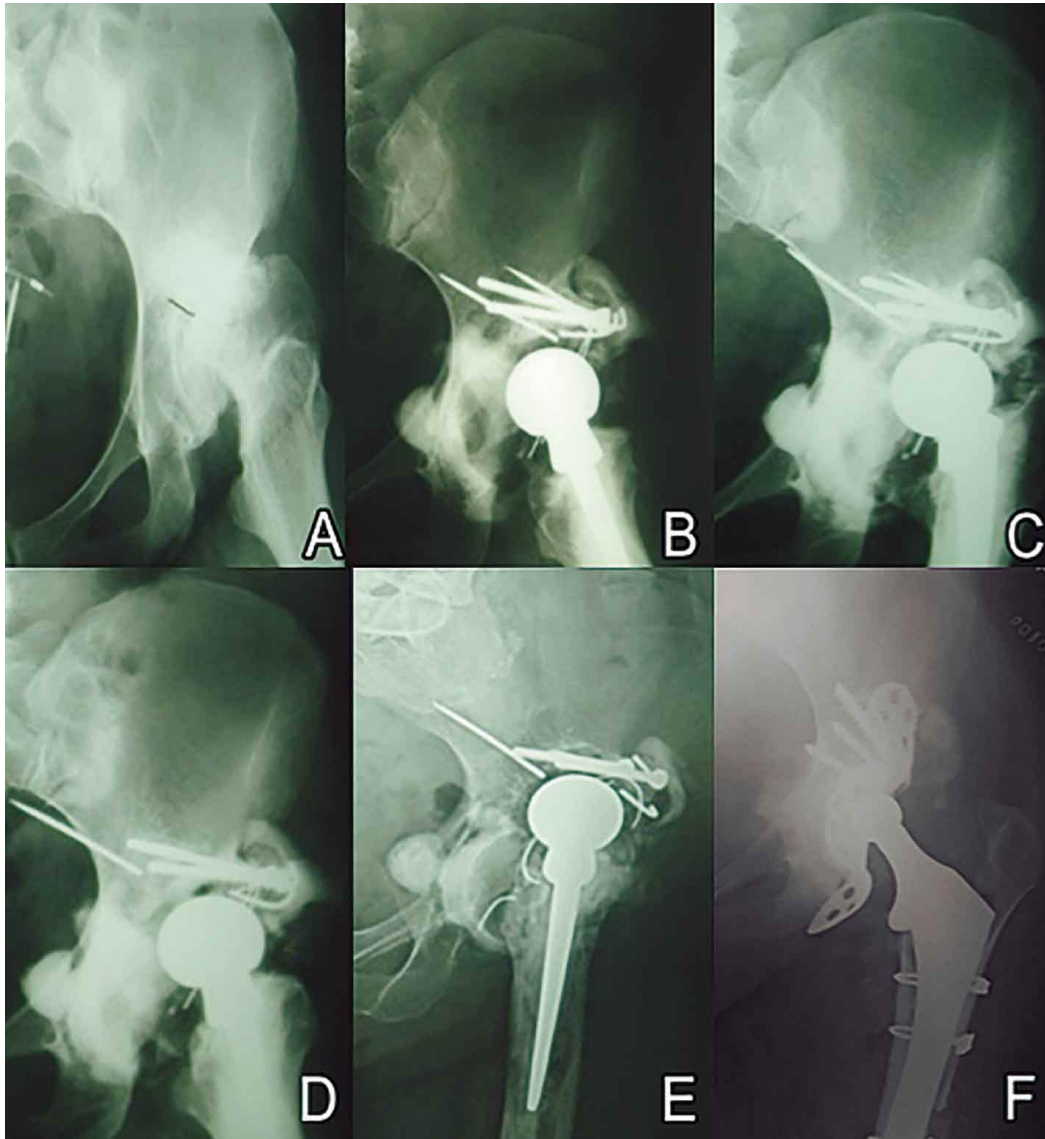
Evolución cronológica de las imágenes diagnósticas de la cadera izquierda. A. Radiografía PA de cadera izquierda. Se observa una severa artrosis secundaria a displasia congénita de caderas (año 1983). B. Radiografía PA de cadera izquierda (año 1993). C. Radiografía PA de cadera izquierda (año 1999). D. Radiografía PA de cadera izquierda (año 1999). E. Radiografía PA de cadera izquierda. Post revisión, retiro y recambio de los elementos proteicos previos (año 2006). F. Radiografía PA de cadera izquierda. Post revisión, retiro y recambio de los elementos proteicos previos (año 2006).
